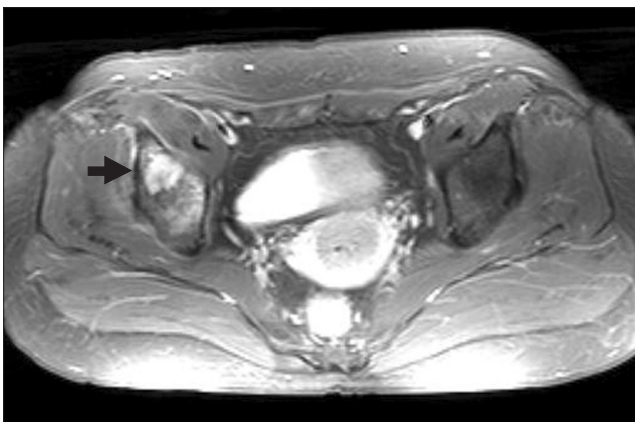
Axial T2-weighted enhanced magnetic resonance image obtained at about two weeks later shows diffuse bone marrow signal change at ilium and ill-defined round enhancement of the anterolateral aspect at right superior acetabulum.
